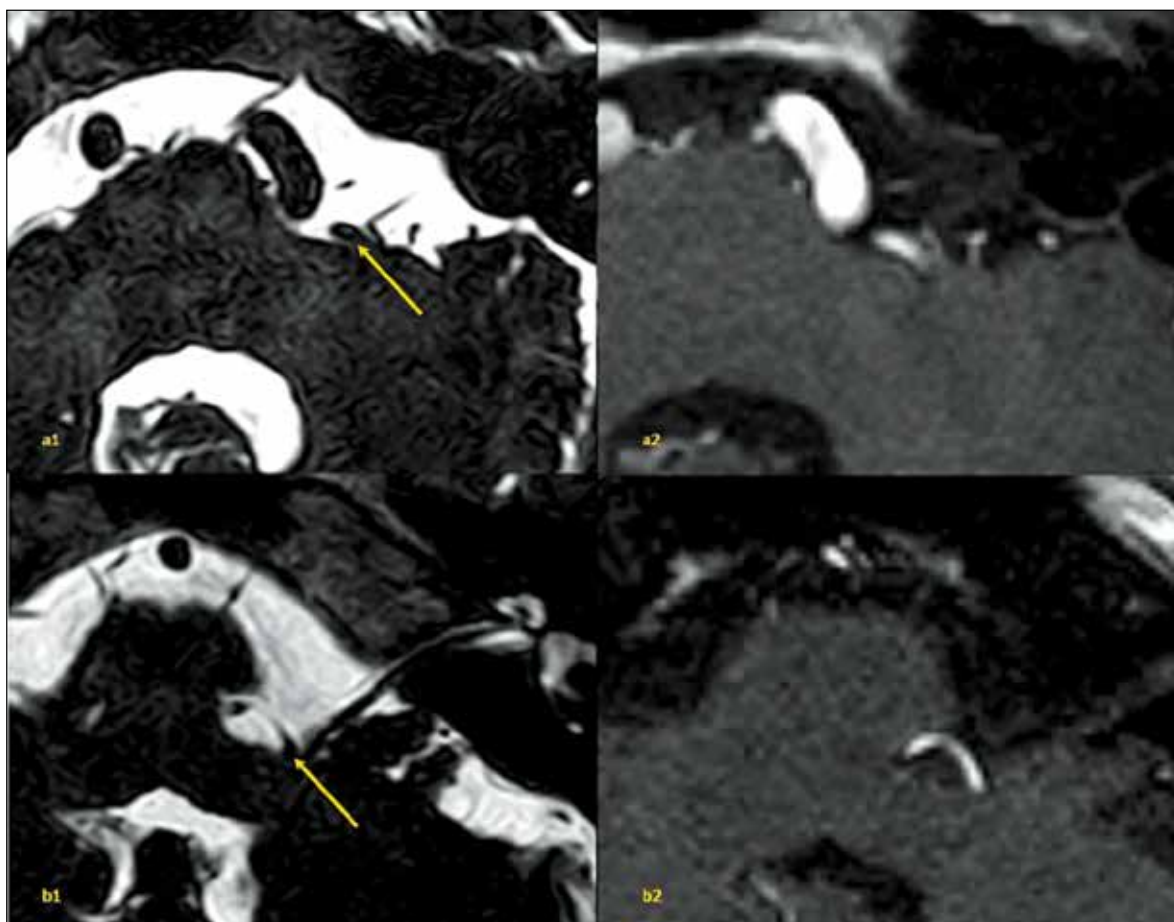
Différents aspects IRM d'un conflit vasculo-nerveux sur le nerf facial.
